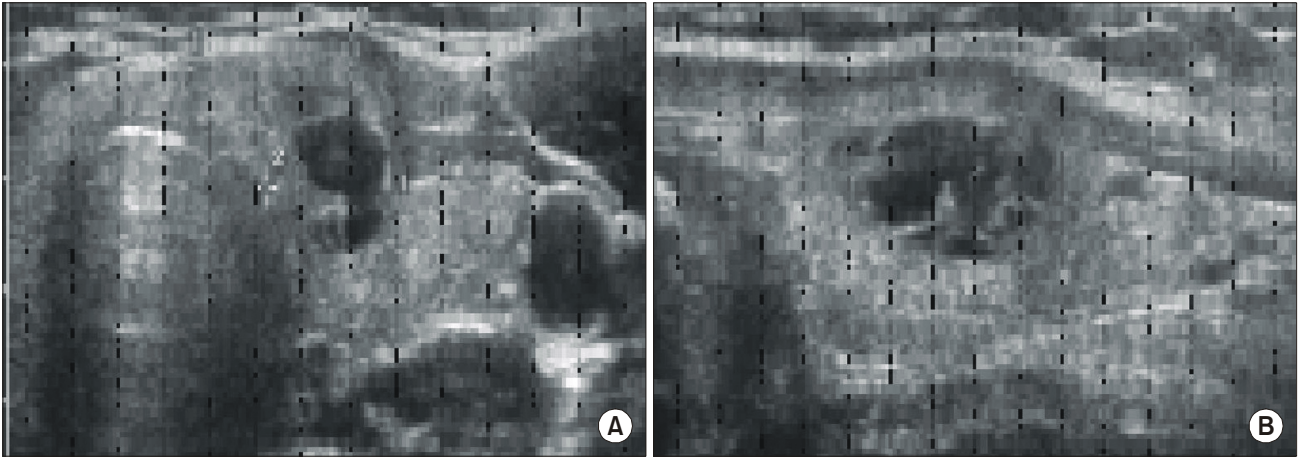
Ultrasonographic findings showing a 1.7 cm-sized, mixed echoic mass in isthmus portion of the left thyroid gland. Transaxial (A) and longitudinal (B) views.
